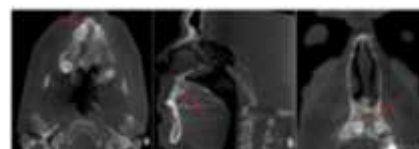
(A) Axial section, (B) Sagittal section, (C) Coronal section in CBCT Images, showing cystic lesion in the anterior maxilla.
